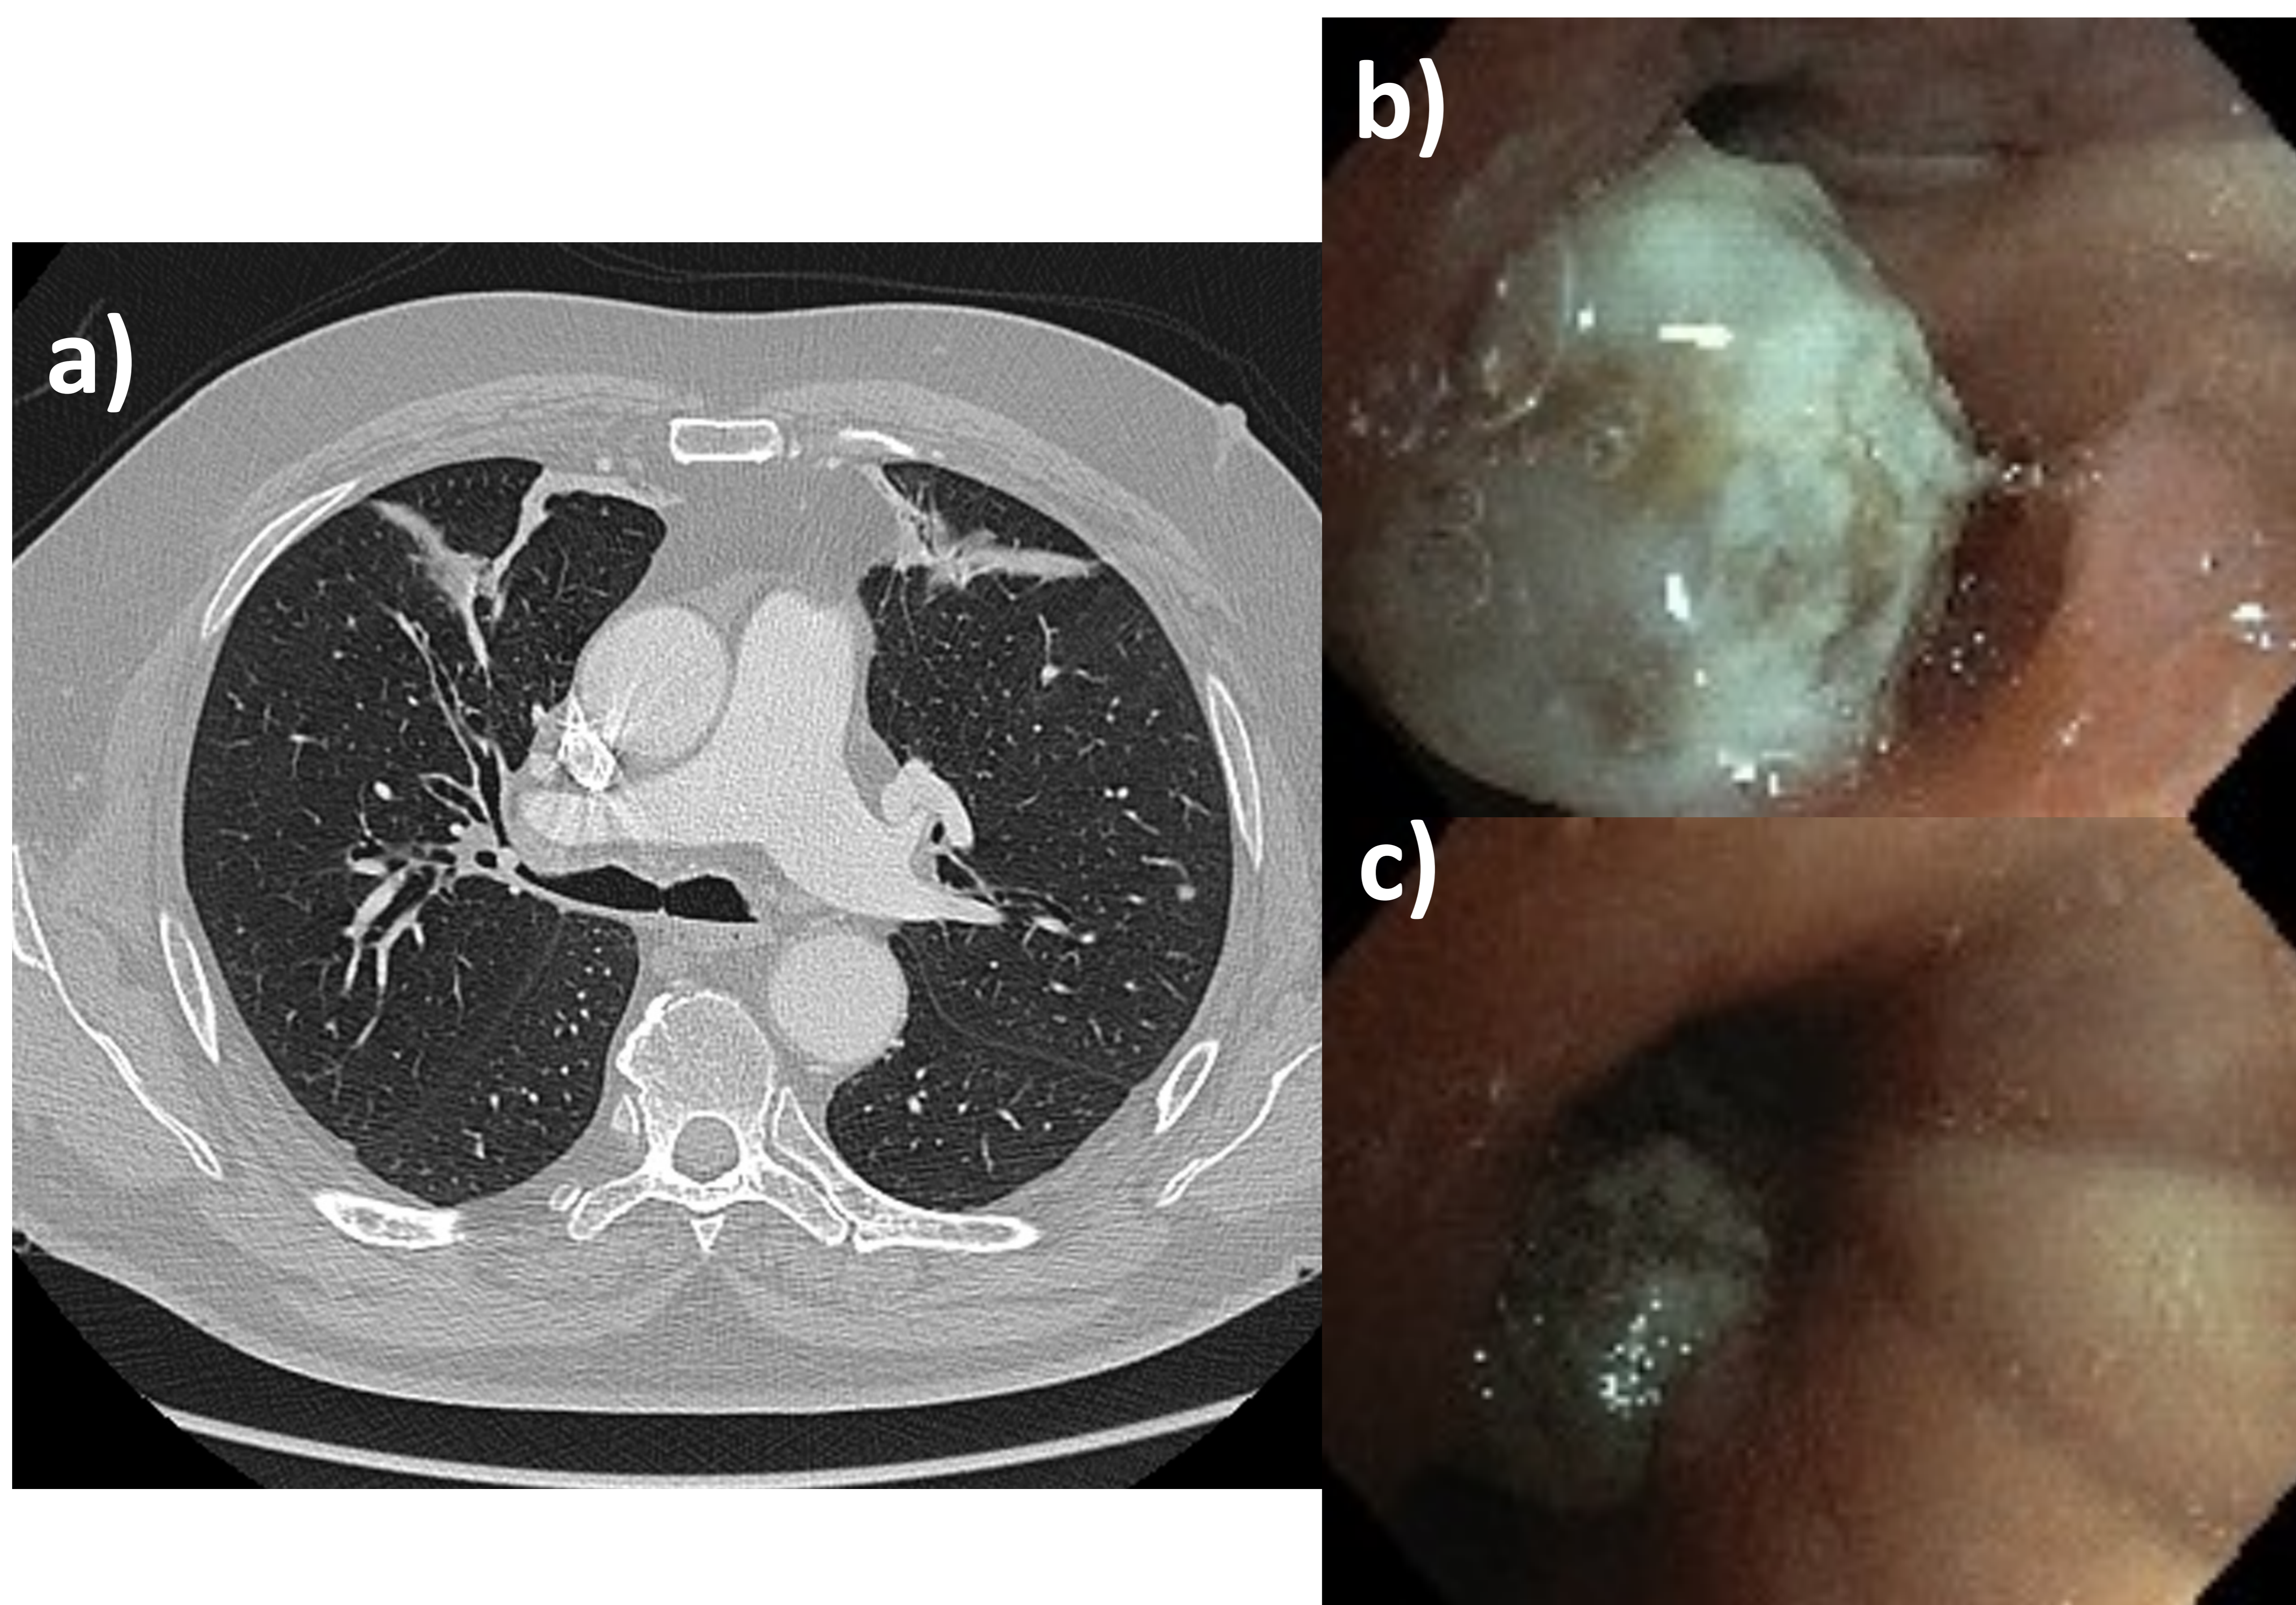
TC de tórax con contraste intravenoso, ventana de pulmón (a), donde se observa una lesión endobronquial redondeada localizada en la bifurcación del bronquio principal derecho que provoca atelectasias subsegmentarias en segmentos anteriores del lóbulo superior. Correlación con los hallazgos en la broncoscopia (b y c): cuerpo extraño aparentemente plástico con secreciones purulentas retenidas que se extrae con pinzas
